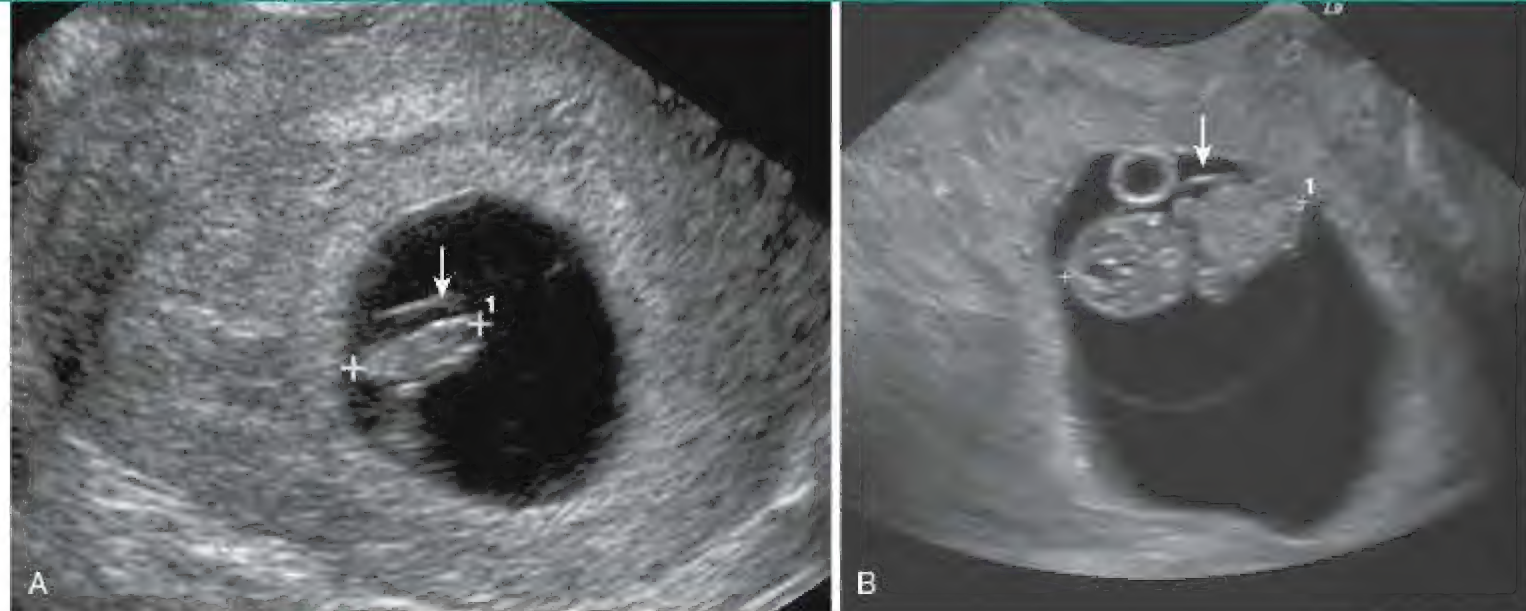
Ultrassonografia endovaginal de embriões. A, Varredura endovaginal de um embrião de 5 semanas (CCN 10mm, marcações) envolto pela membrana amniótica (seta). B, Varredura coronal de um embrião de 7 semanas (CCN 22mm, marcações). O âmnio visto anteriormente (seta). Vesícula umbilical anterior. (Cortesia de E.A. Lyons, M.D. Professor de Radiologia, e Obstetrícia e Ginecologia, Health Sciences Centre and University of Manitoba, Winnipeg, Manitoba, Canada.)
